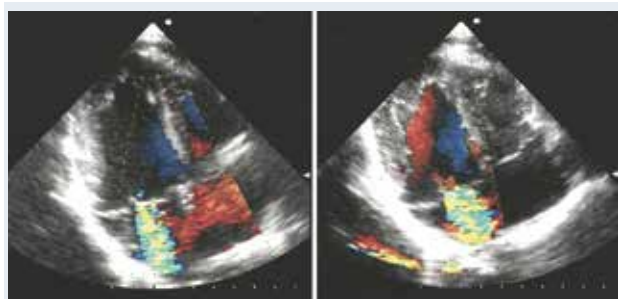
Эхокардиограмма пациента П. до (слева) и после нагрузки (справа).
